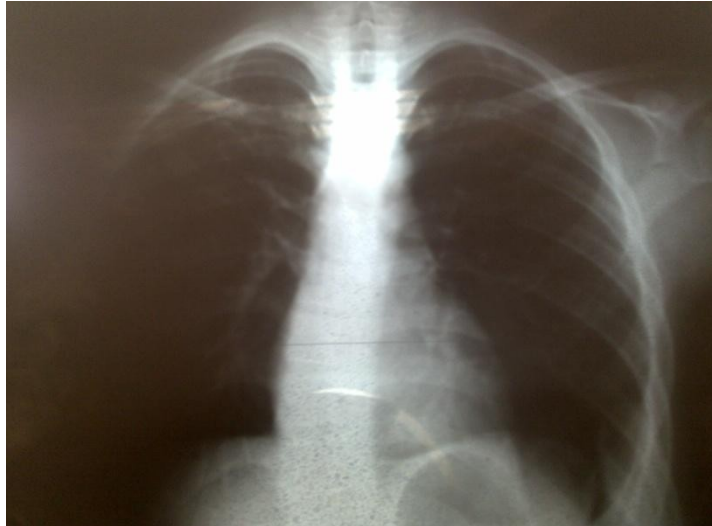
Radiographie thoracique montrant une lésion lytique en regard de la 8 eme côte
